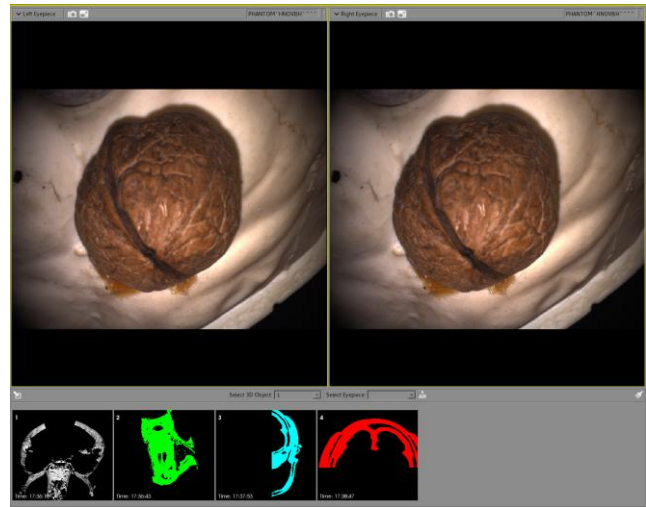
Screenshot vom AR Modul (Ausschnitt). Unten: aus CT Bildern segmentierte 3D-Objekte, bereit für die Einblendung. Oben; Echtzeit Videostreams vom Mikroskop.
